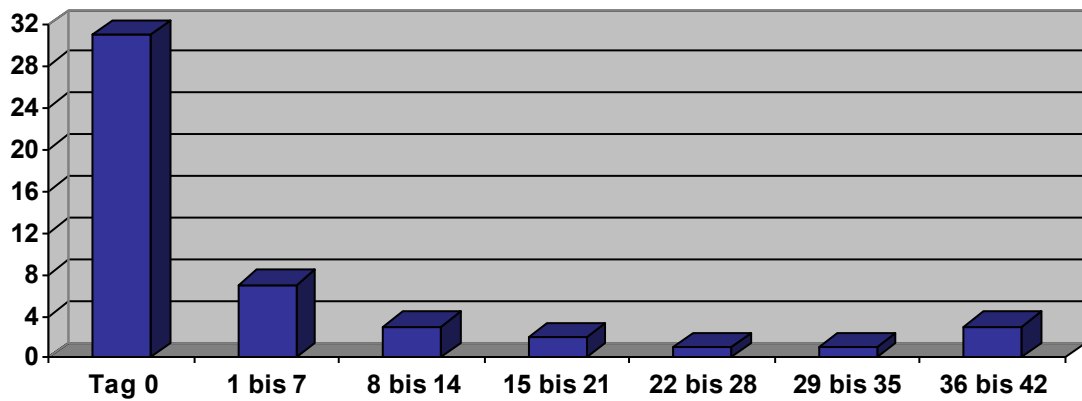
Absolute Anzahl der Patienten in Abhängigkeit zum Zeitraum zwischen Manometrie- und Röntgenuntersuchung
